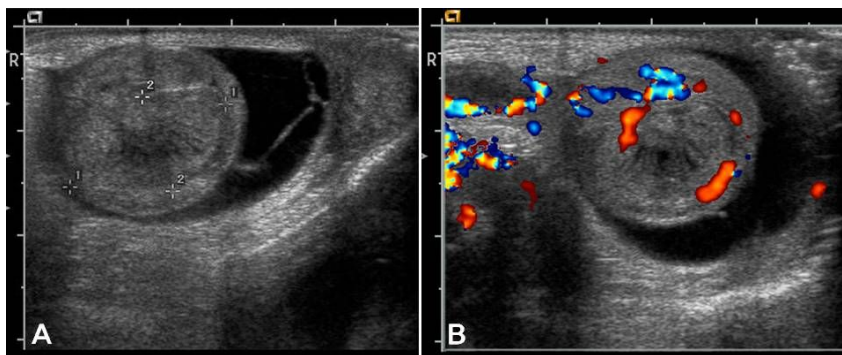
Color Doppler ultrasonography shows an ill-defined intratesticular mass with heterogenic echogenicity (A), and increased blood flow in testis (B).
